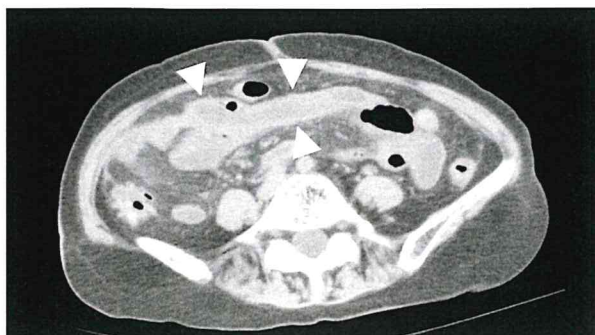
1腹部単純CT：水平断 (a)、冠状断 (b)
